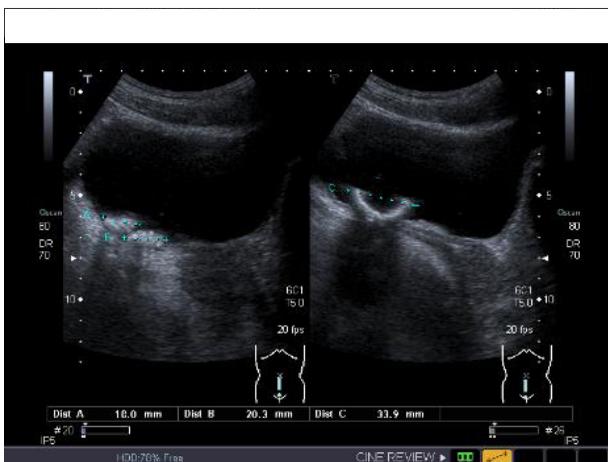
Ecografia: Litíase vesical
